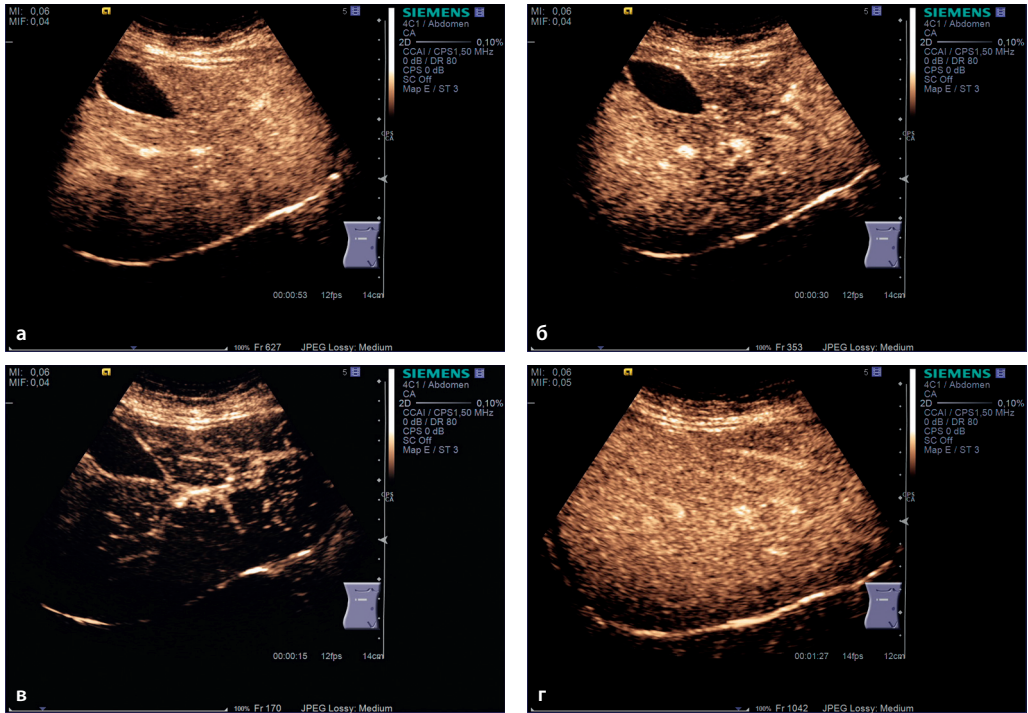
Неизменная паренхима печени в артериальную (а, б), портальную (в), позднюю (г) фазу. КУУЗИ. Эхограммы.
